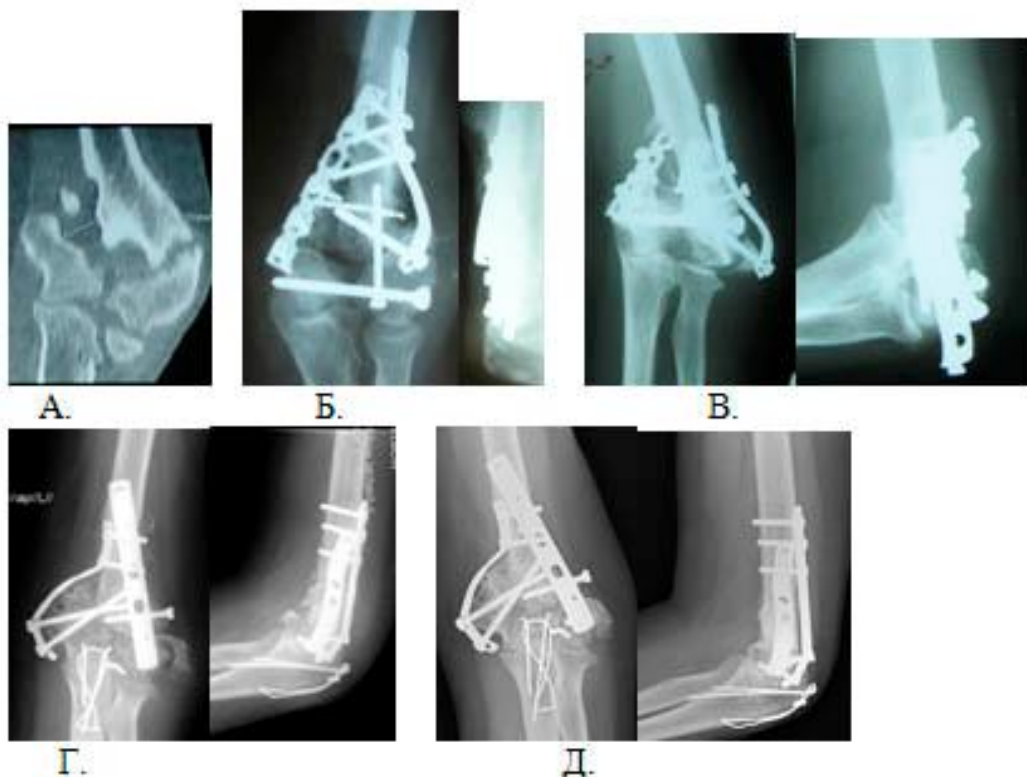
Рентгенограммы пациентки Д. а) Несращение после консервативного лечения; б) На 7-е сутки после первого хирургического вмешательства; в) Несращение, вторичное смещение отломков (1,5 года после операции); г) На 8 сутки после повторной операции; д) Признаки консолидации через 7 мес после 2-го оперативного вмешательства;
